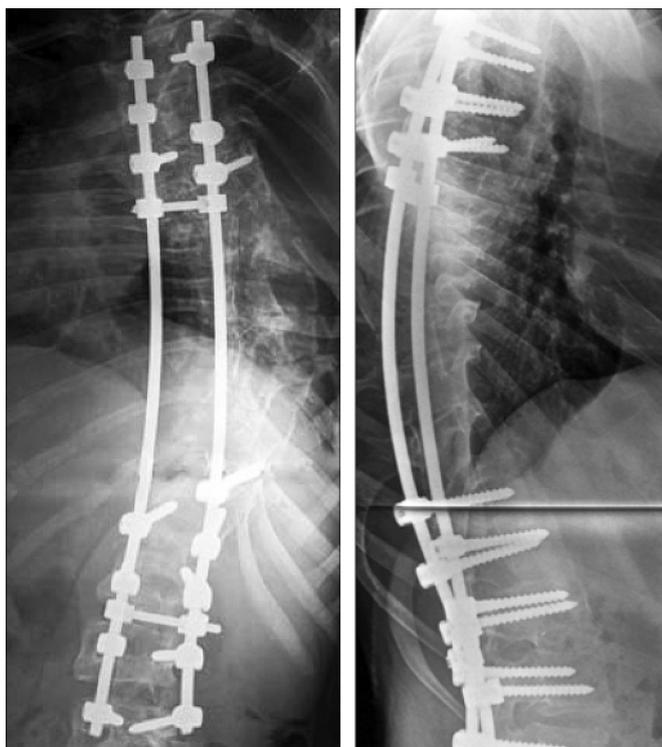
Рентгенограммы того же больного через 2 года после хирургического лечения.
